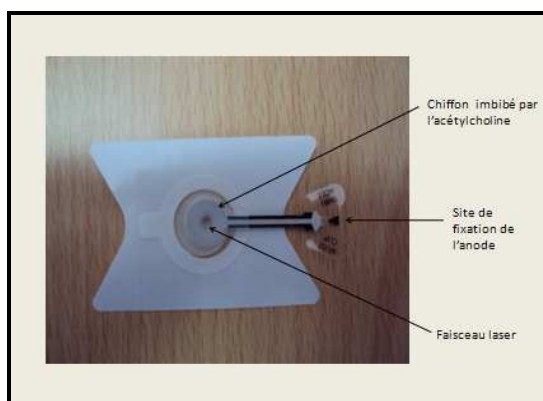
Electrode Doppler Laser (PF383, Perimed, Jarfalla, Suède)
